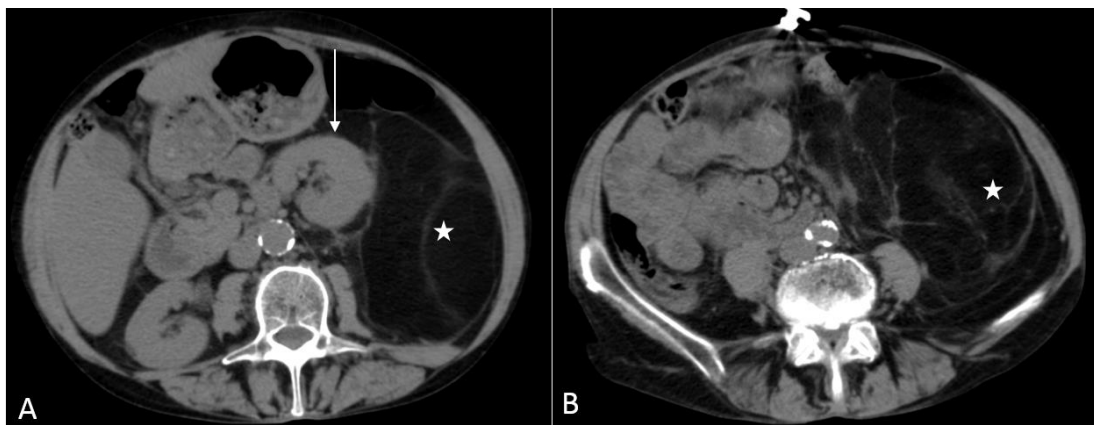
Aspect en TDM sans injection: A, B, coupes axiales d'un liposarcome rétropéritonéal de grade 1 chez une patiente de 64 ans, montrant une volumineuse masse à prédominance graisseuse avec de multiples septas épais et irréguliers en son sein (étoile), refoulant le rein gauche vers l'avant et la ligne médiane (flèche) ainsi que le mésentère et les anses digestives. Source : *radiologie, Institut Bergonié, Bordeaux*
